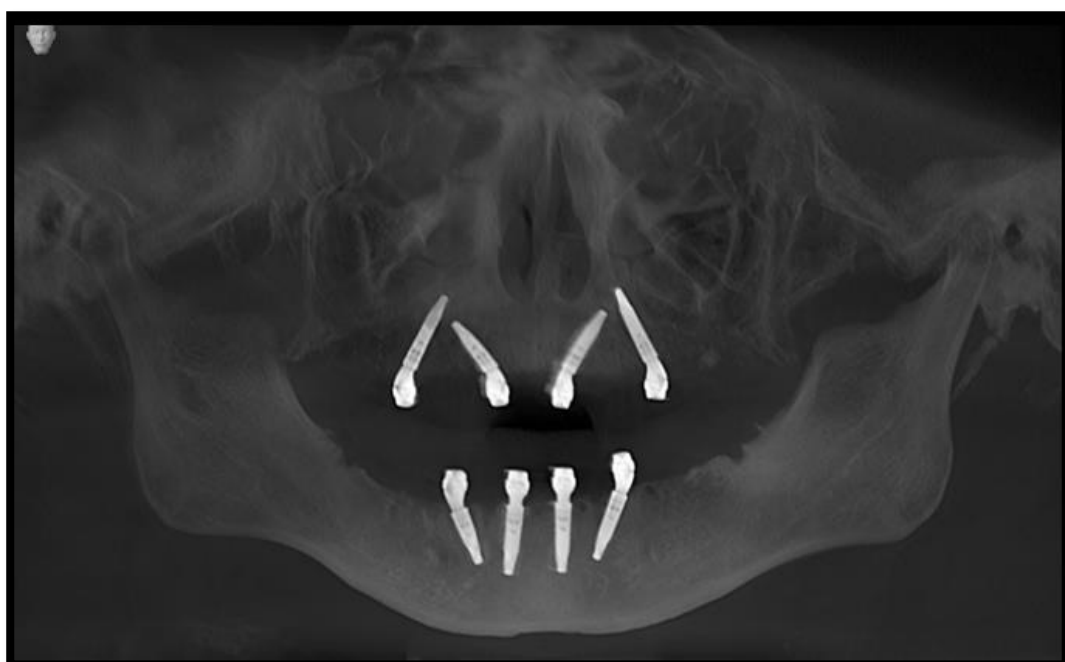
Tomografia final com os implantes superiores e inferiores em posição. Visão panorâmica.
